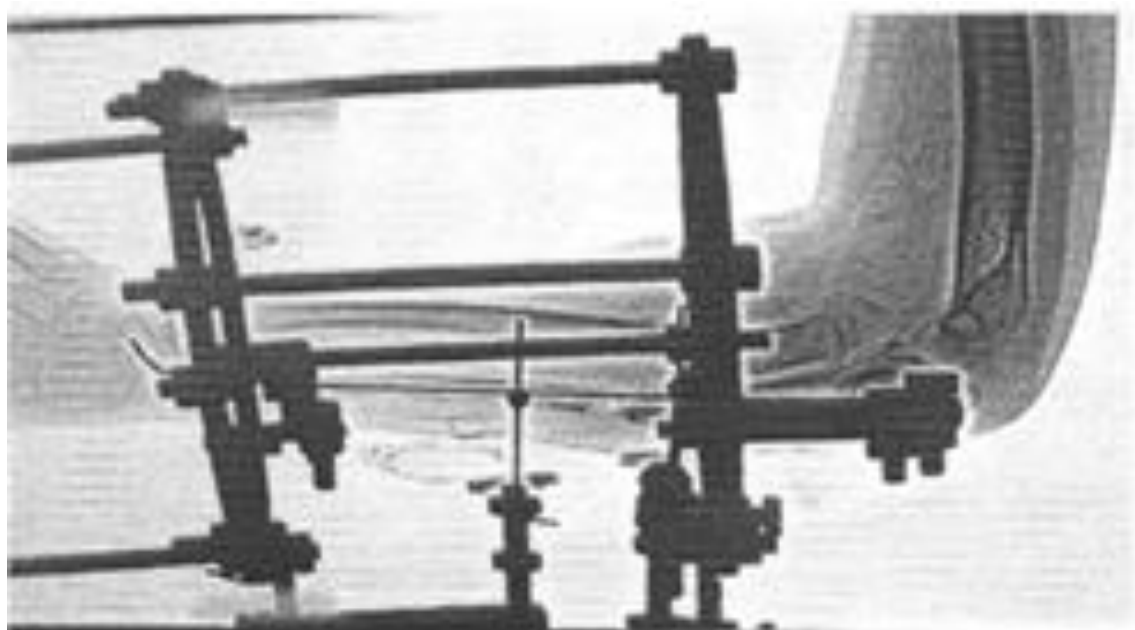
Рентгенограмма через 3 недели после операции в АВФ
